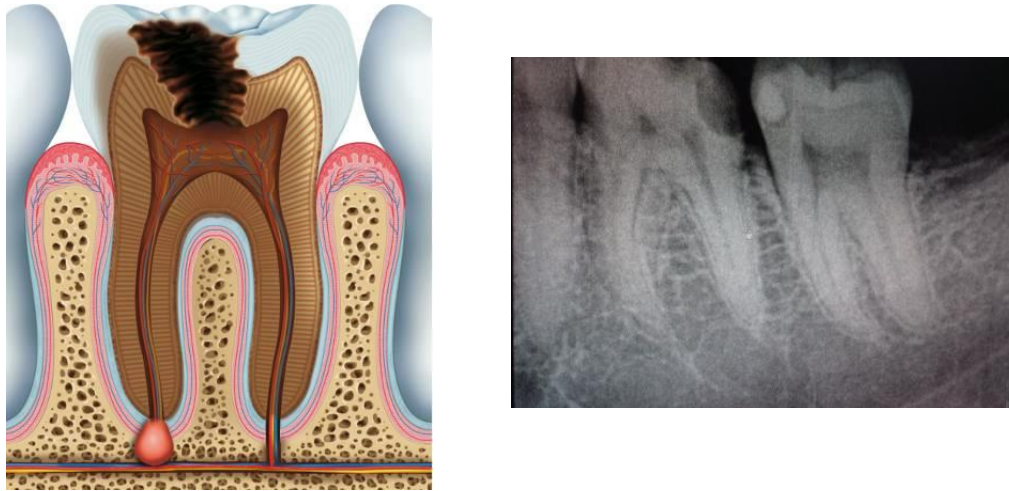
A la izquierda representación gráfica de la lesión pulpar en un molar; a la derecha se muestra la lesión originada por caries interproximal vista en una radiografía periapical.
